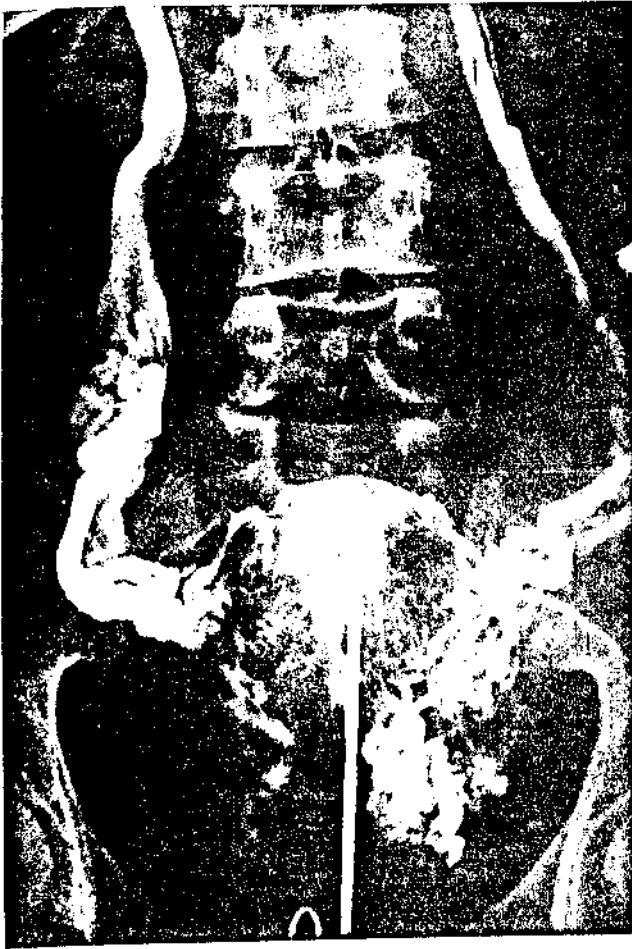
Flebografia p lvica: 1^a radiografia - Veias espessadas.
